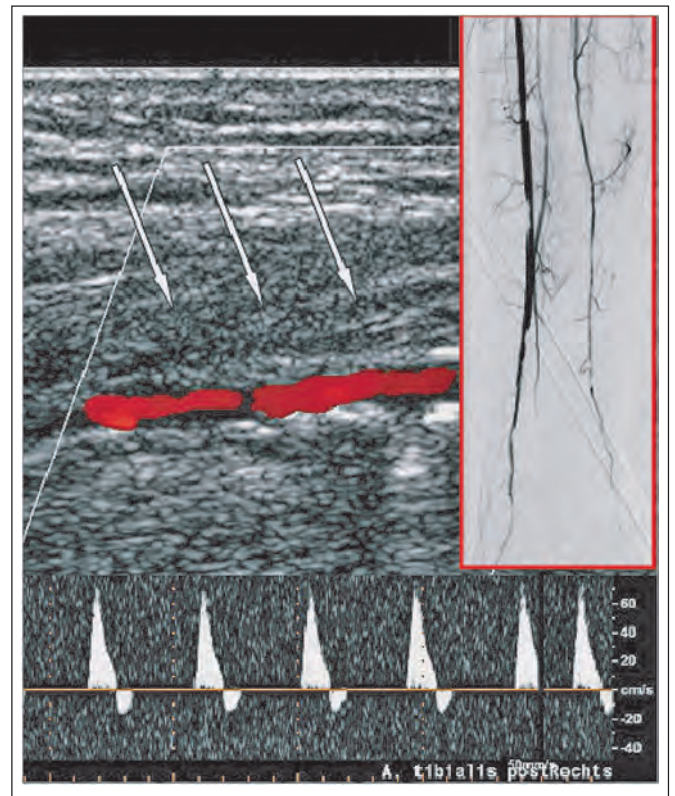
Komplette Wiedereröffnung der ATP rechts, kein KM-Übertritt nach Kompression, duplexsonographisch deutlich kalzifizierte Gefäßwand, perivaskuläres Hämatom (Pfeile) ohne arterielle Kommunikation, biphasisches CW-Dopplersignal.
